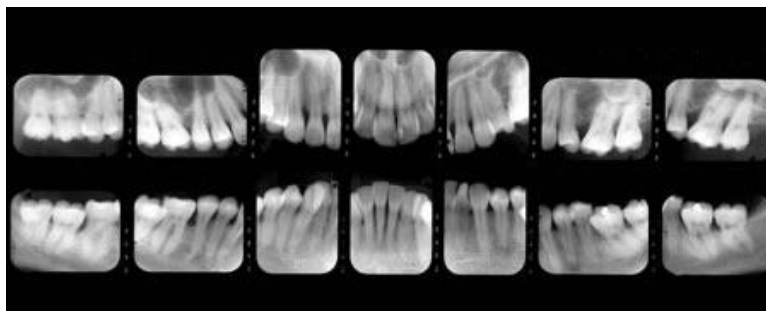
Radiografias de um exame periapical completo [31].
